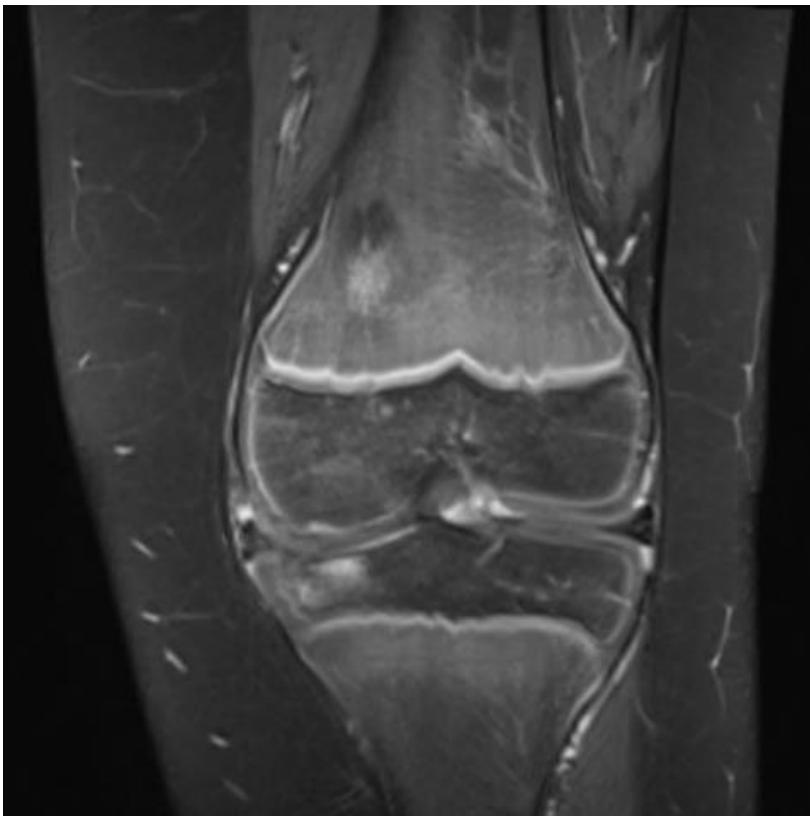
MRI kolena 5/2022, PD koronární řez (Zdroj: archiv FN Plzeň)
